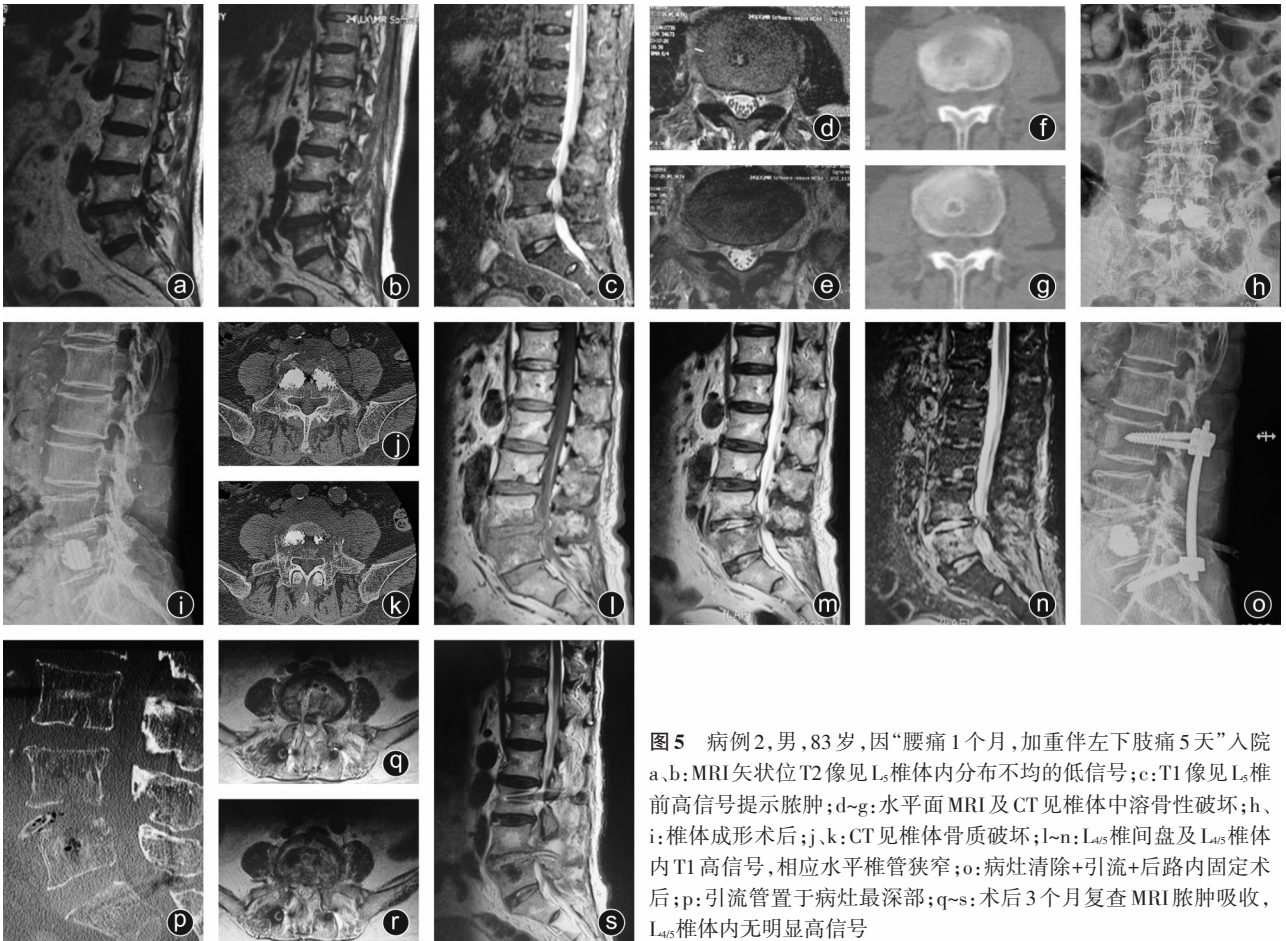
病例2,男,83岁,因“腰痛1个月,加重伴左下肢痛5天”入院 a,b: MRI矢状位T2像见L₅椎体内分布不均的低信号;c:T1像见L₅椎前高信号提示脓肿;d-g:水平面MRI及CT见椎体中溶骨性破坏;h、i:椎体成形术后;j、k:CT见椎体骨质破坏;l-n:L_{4/5}椎间盘及L_{4/5}椎体内T1高信号,相应水平椎管狭窄;o:病灶清除+引流+后路内固定术后;p:引流管置于病灶最深部;q-s:术后3个月复查MRI脓肿吸收,L_{4/5}椎体内无明显高信号
